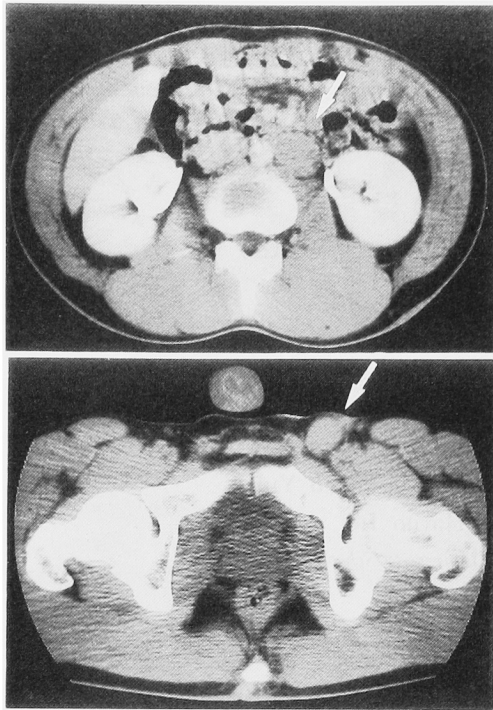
CT scan shows paraaortic lymphnode swelling (upper) and left inguinal mass (lower).
